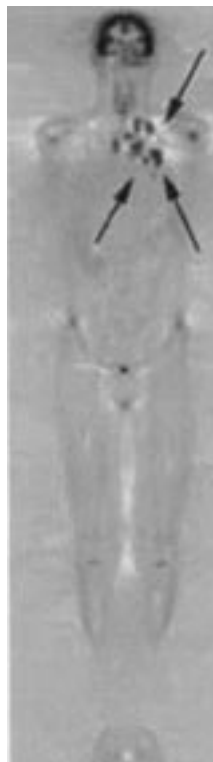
Corte coronal de cuerpo entero con FDG-PET en linfoma con compromiso de hemitórax izquierdo, espacio supraclavicular izquierdo y mediastino.
